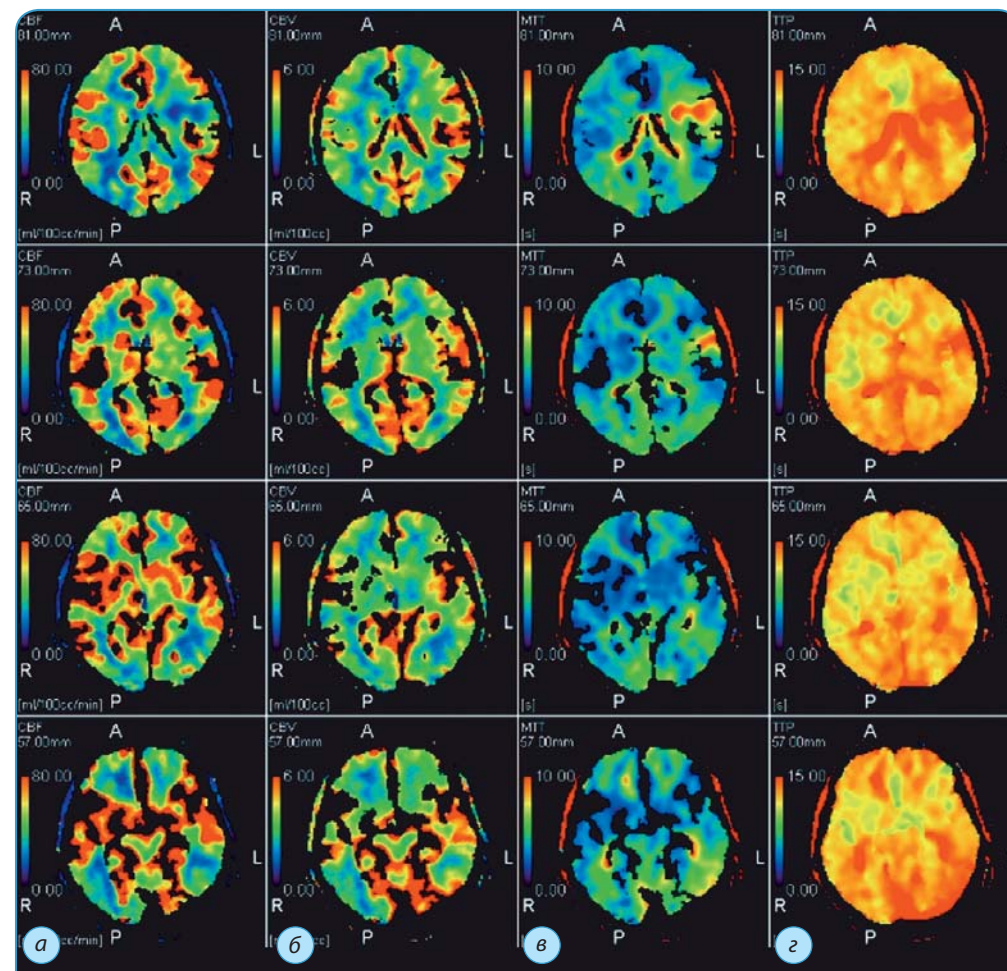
Перфузионная КТ. Вертикальный ряд изображений:
